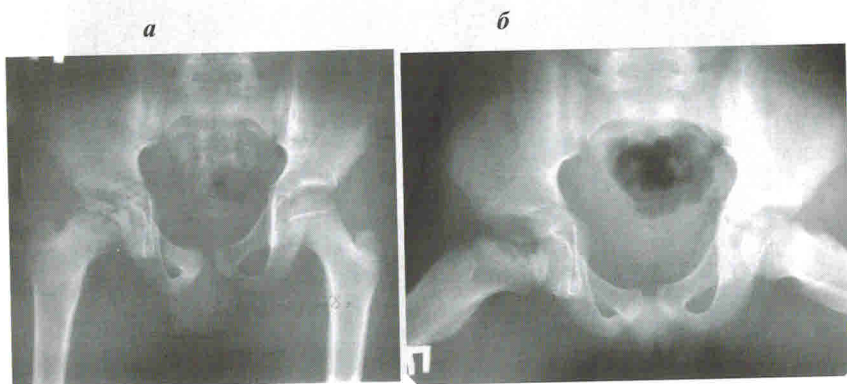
Рентгенограммы тазобедренных суставов больного С., 11 лет. Диагноз: болезнь Легга-Кальве-Пертеса справа, III стадия заболевания (а – прямая проекция, б – проекция по Лауенштейну)
